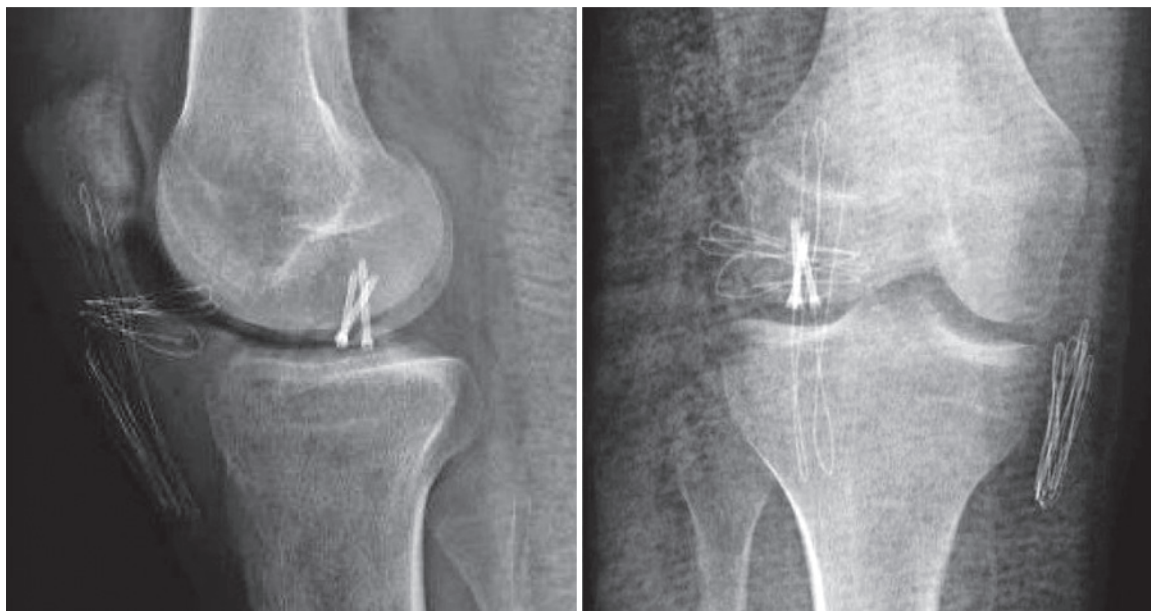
Radiografia AP e perfil do joelho direito pós-operatória.
